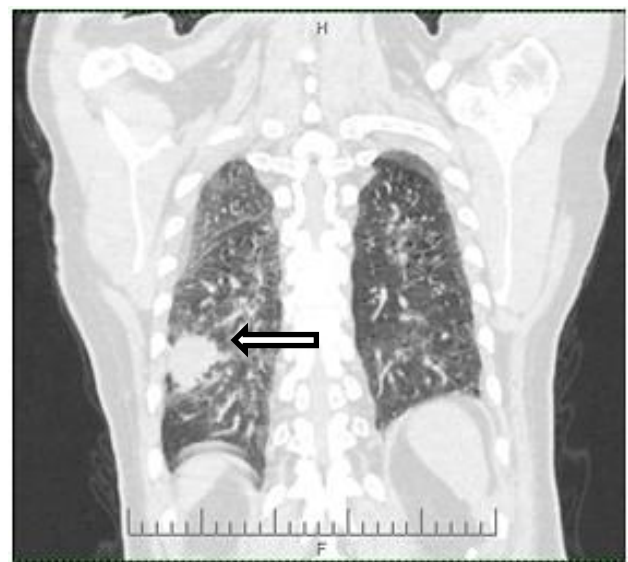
Компьютерная томограмма легких, «легочное окно», в S6 правого легкого стрелкой показано образование
